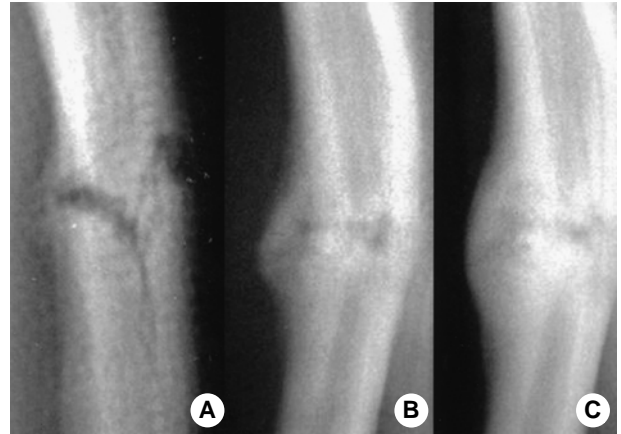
Radiographs of the right ulnar shaft shows progression of fracture healing.
